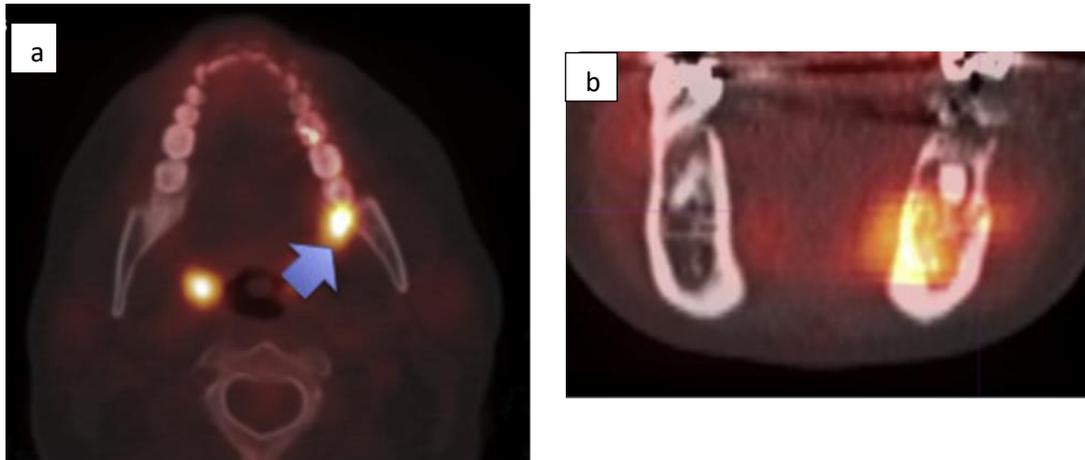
Tomografía por emisión de positrones. (a) Mostrando la captación de fluorodeoxiglucosa localizada en la cresta alveolar lingual izquierda adyacente al diente 17 (flecha). (b) Se muestra la captación de fluorodesoxiglucosa en el aspecto lingual de la mandíbula izquierda debajo del canal mandibular.¹⁵
